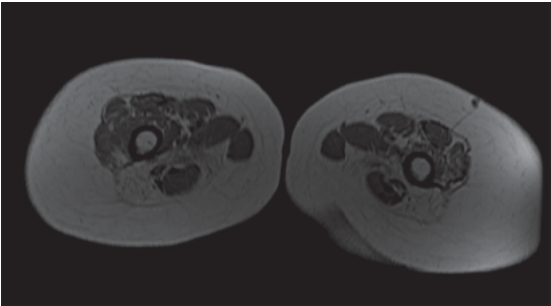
Distrofia do tipo cinturas 2l. Ressonância muscular de coxas, sequência T1, corte axial – comprometimento predominante do compartimento posterior.
